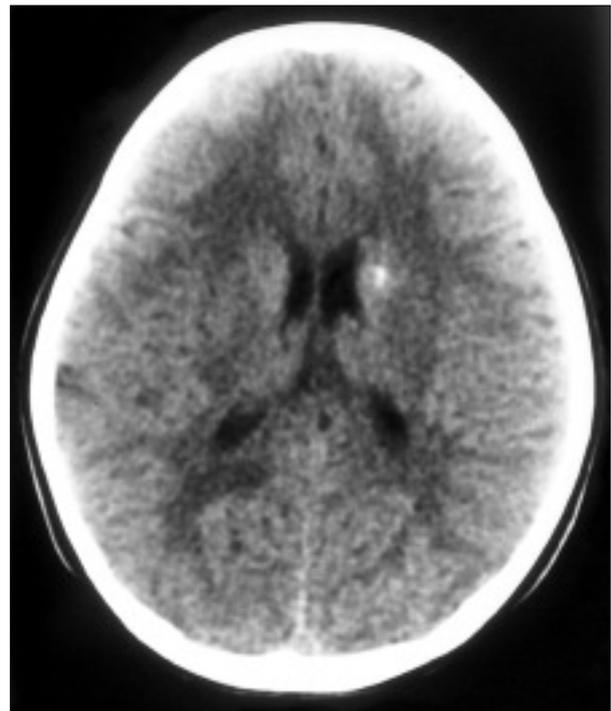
TC craneal: cisticerco calcificado.
